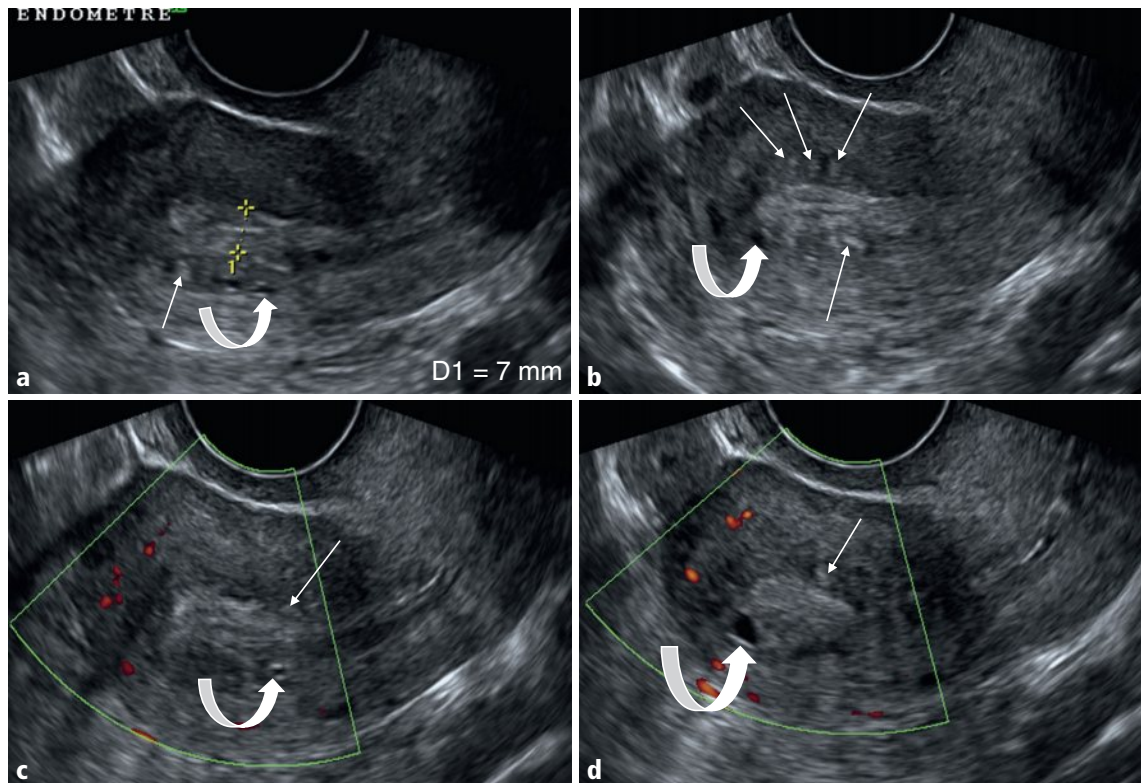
a–d L'endomètre est mesuré à 7 mm avec une ligne cavitaire bien centrée (a), ses bords étant par endroits, notamment en postérieur, discrètement irréguliers et flous (b, c). Au sein du myomètre interne, il faut noter de nombreux éléments hyperéchogènes (flèches droites) ainsi que microkystiques (flèches courbes), et une hypoéchogénicité relative périlésionnelle. Il n'y a pas d'hypervascularisation en mode Doppler énergie tant au sein de l'endomètre que du myomètre (c, d).
